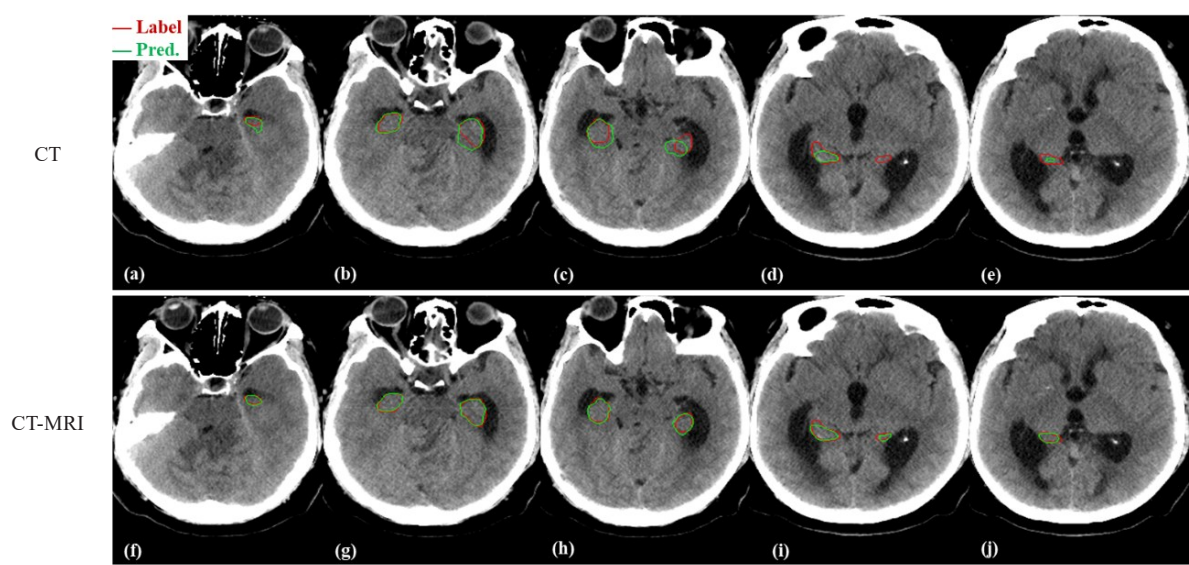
BUC-Net 分割模型在数据集CT和CT-MRI上左右海马体分割结果对比
